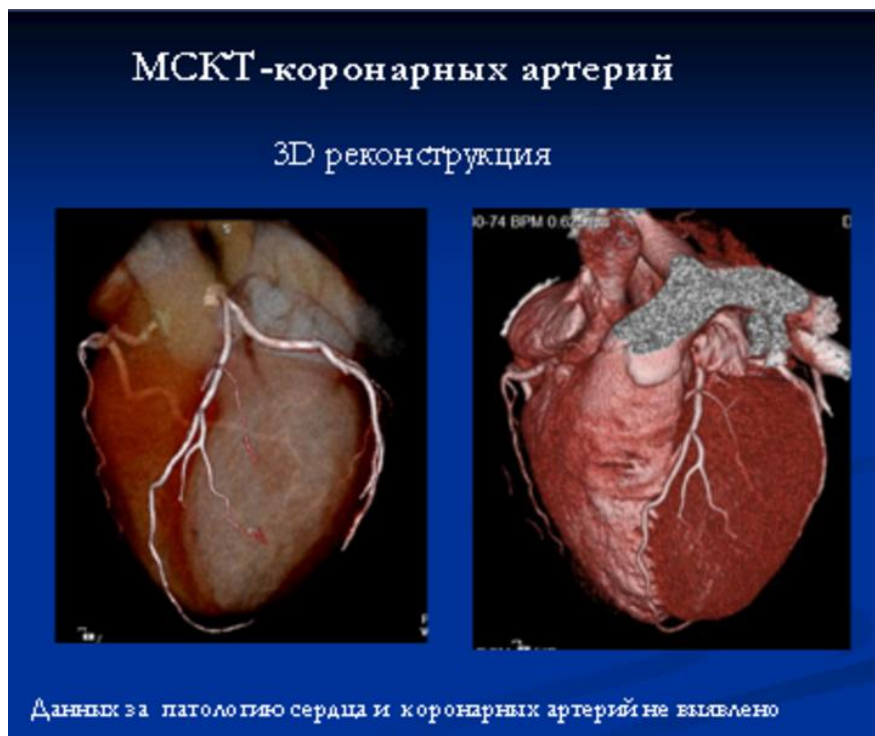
МСКТ коронарных артерий
